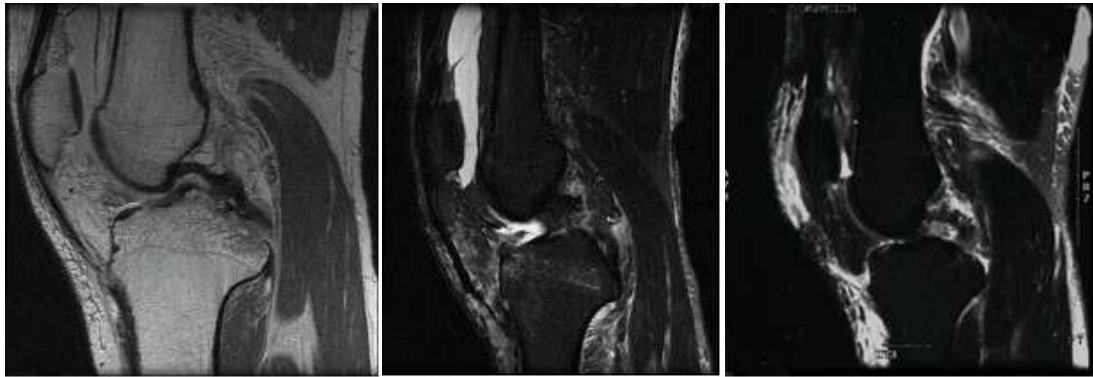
MRI findings of chronic PCL injury A. B. Sagittal proton MR images of 15 years old boy with chronic knee trauma. Attenuation of PCL and periligamentous signal change are seen in contiguous two images. C. D. FSE sagittal proton MR images of 31 years old man who
